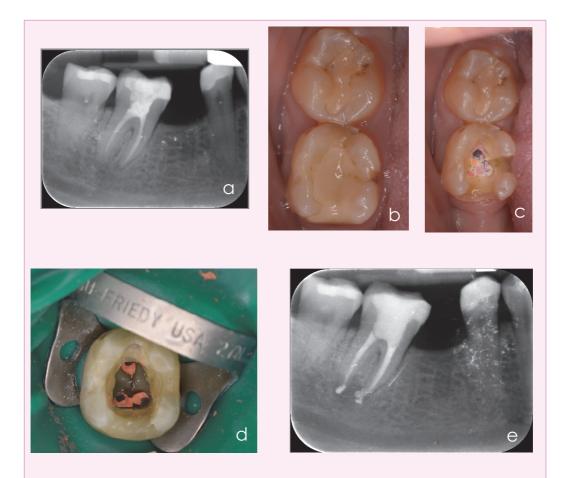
Retratamiento de conductos del 4.7. A. Radiografía periapical preoperatoria donde se evidencia un tratamiento de conductos infraobturado y los conductos poco instrumentados. B. Imagen clínica preoperatoria. C. Retirada de la restauración para exponer la cámara pulpar y los conductos obturados. D. Detalle del molar aislado con dique de goma y clamp nº 27N, una vez realizada la reconstrucción preendodoncia y con los conductos retratados y de nuevo obturados con gutapercha. E. Radiografía de control del retratamiento finalizado y con la reconstrucción definitiva del diente.
